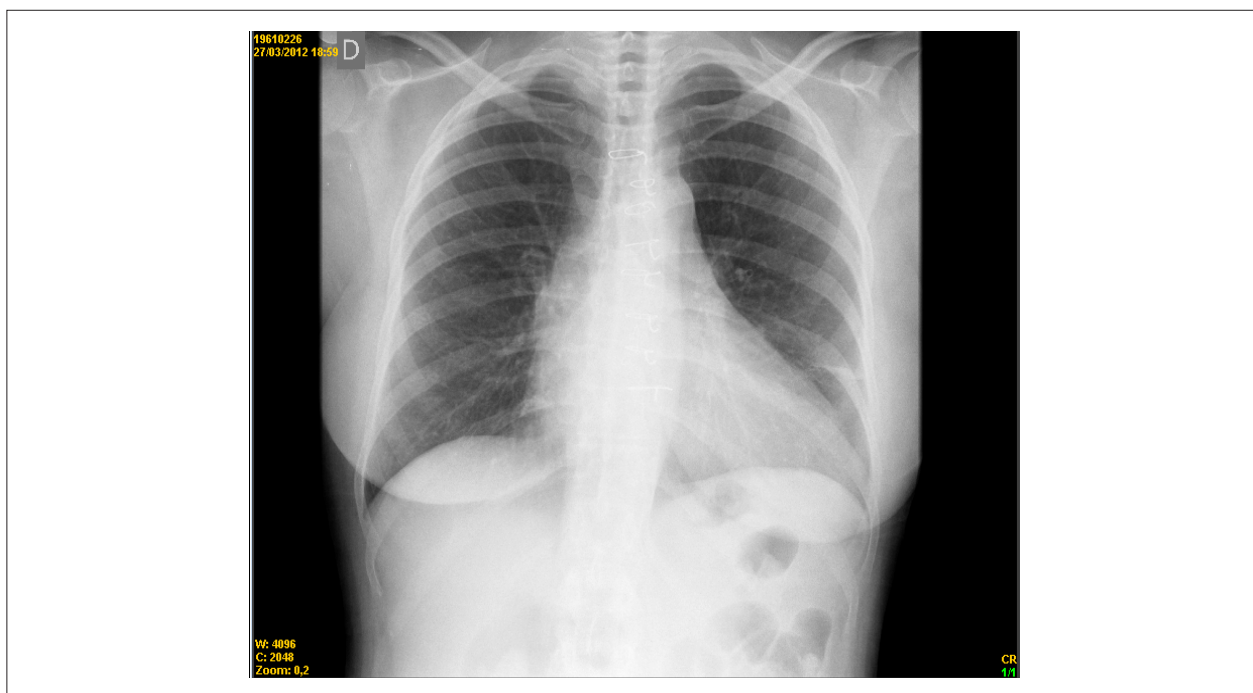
Radiografia do tórax (incidência pósterio anterior) - Pontos metálicos no esterno, pulmões normais e imagem cardíaca aumentada
